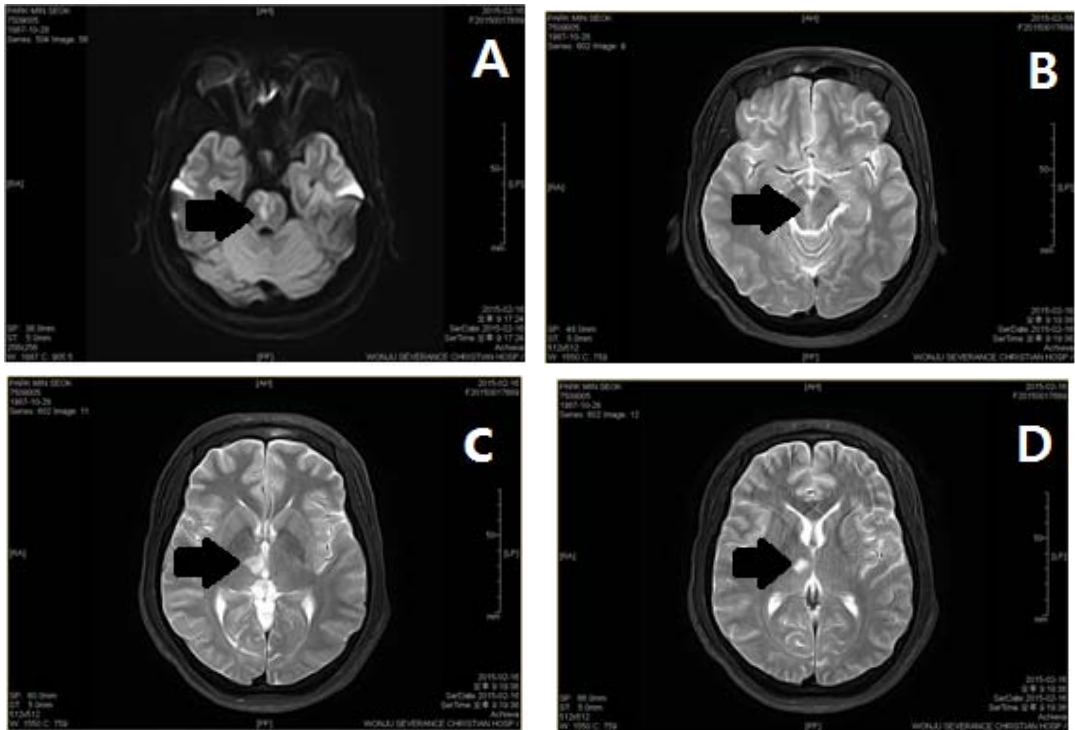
Brain Magnetic Resonance Imaging.
